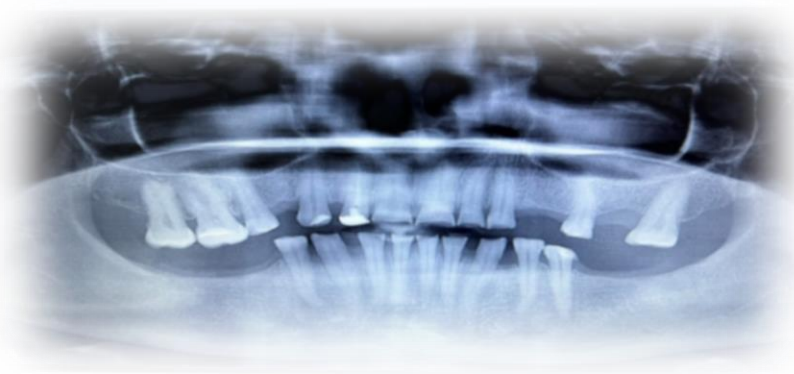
Розпад зубних рядів на групи, що самостійно діють: функціонуючі; та функціонуючі; ортопантомограма
